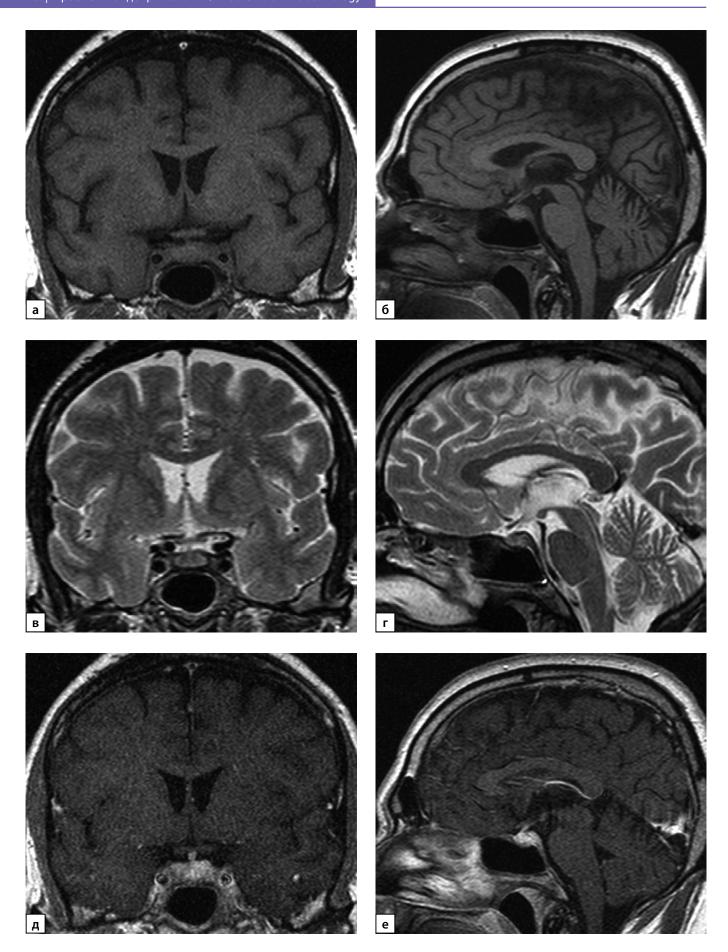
Та же пациентка. По данным МРТ в динамике от 24.09.2019 на фоне терапии глюкокортикостероидами в больших дозах: а) Т1-ВИ, корональный срез; б) Т1-ВИ, сагиттальный срез; в) Т2-ВИ, корональный срез; г) Т2-ВИ, сагиттальный срез; д) Т1-ВИ, постконтрастный корональный срез; е) Т1-ВИ, постконтрастный корональный срез; ж) Т1-ВИ, постконтрастный сагиттальный срез. Гипофиз увеличен, деформирован, имеет выпуклый верхний контур, структура его неоднородна, при контрастном усилении отмечается интенсивное, неоднородное накопление контрастного препарата. Воронка деформирована, утолщена преимущественно в дистальной части (до 3,5 мм), однородно интенсивно накапливает контрастный препарат. Типичный сигнал от задней доли гипофиза не определяется. Супраселлярная цистерна сужена, расстояние до хиазмы 1 мм. Отмечается активное накопление контрастного препарата диафрагмой турецкого седла. По сравнению с предыдущим исследованием от 24.06.2019 отмечается уменьшение размеров гипофиза.
